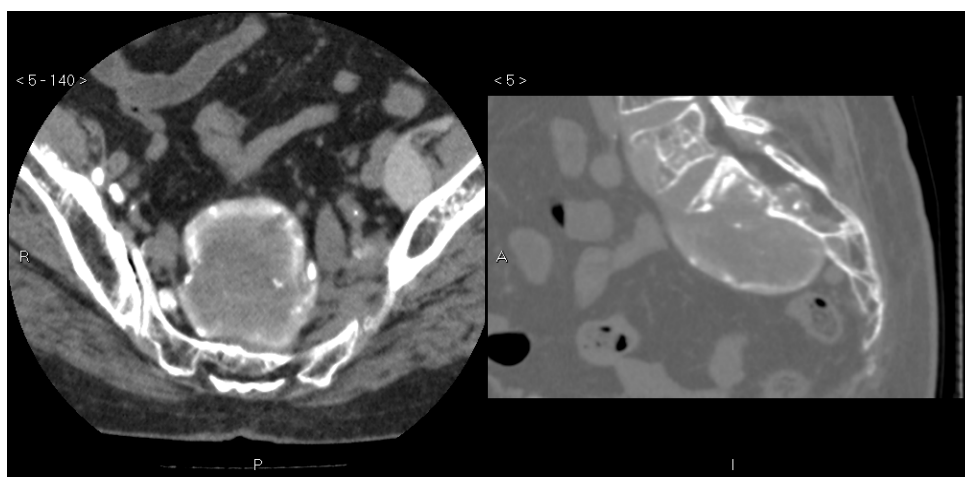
Imagen axial y sagital de TC que demuestra la existencia de una masa de pared calcificada que destruye el aspecto anterior del sacro.
